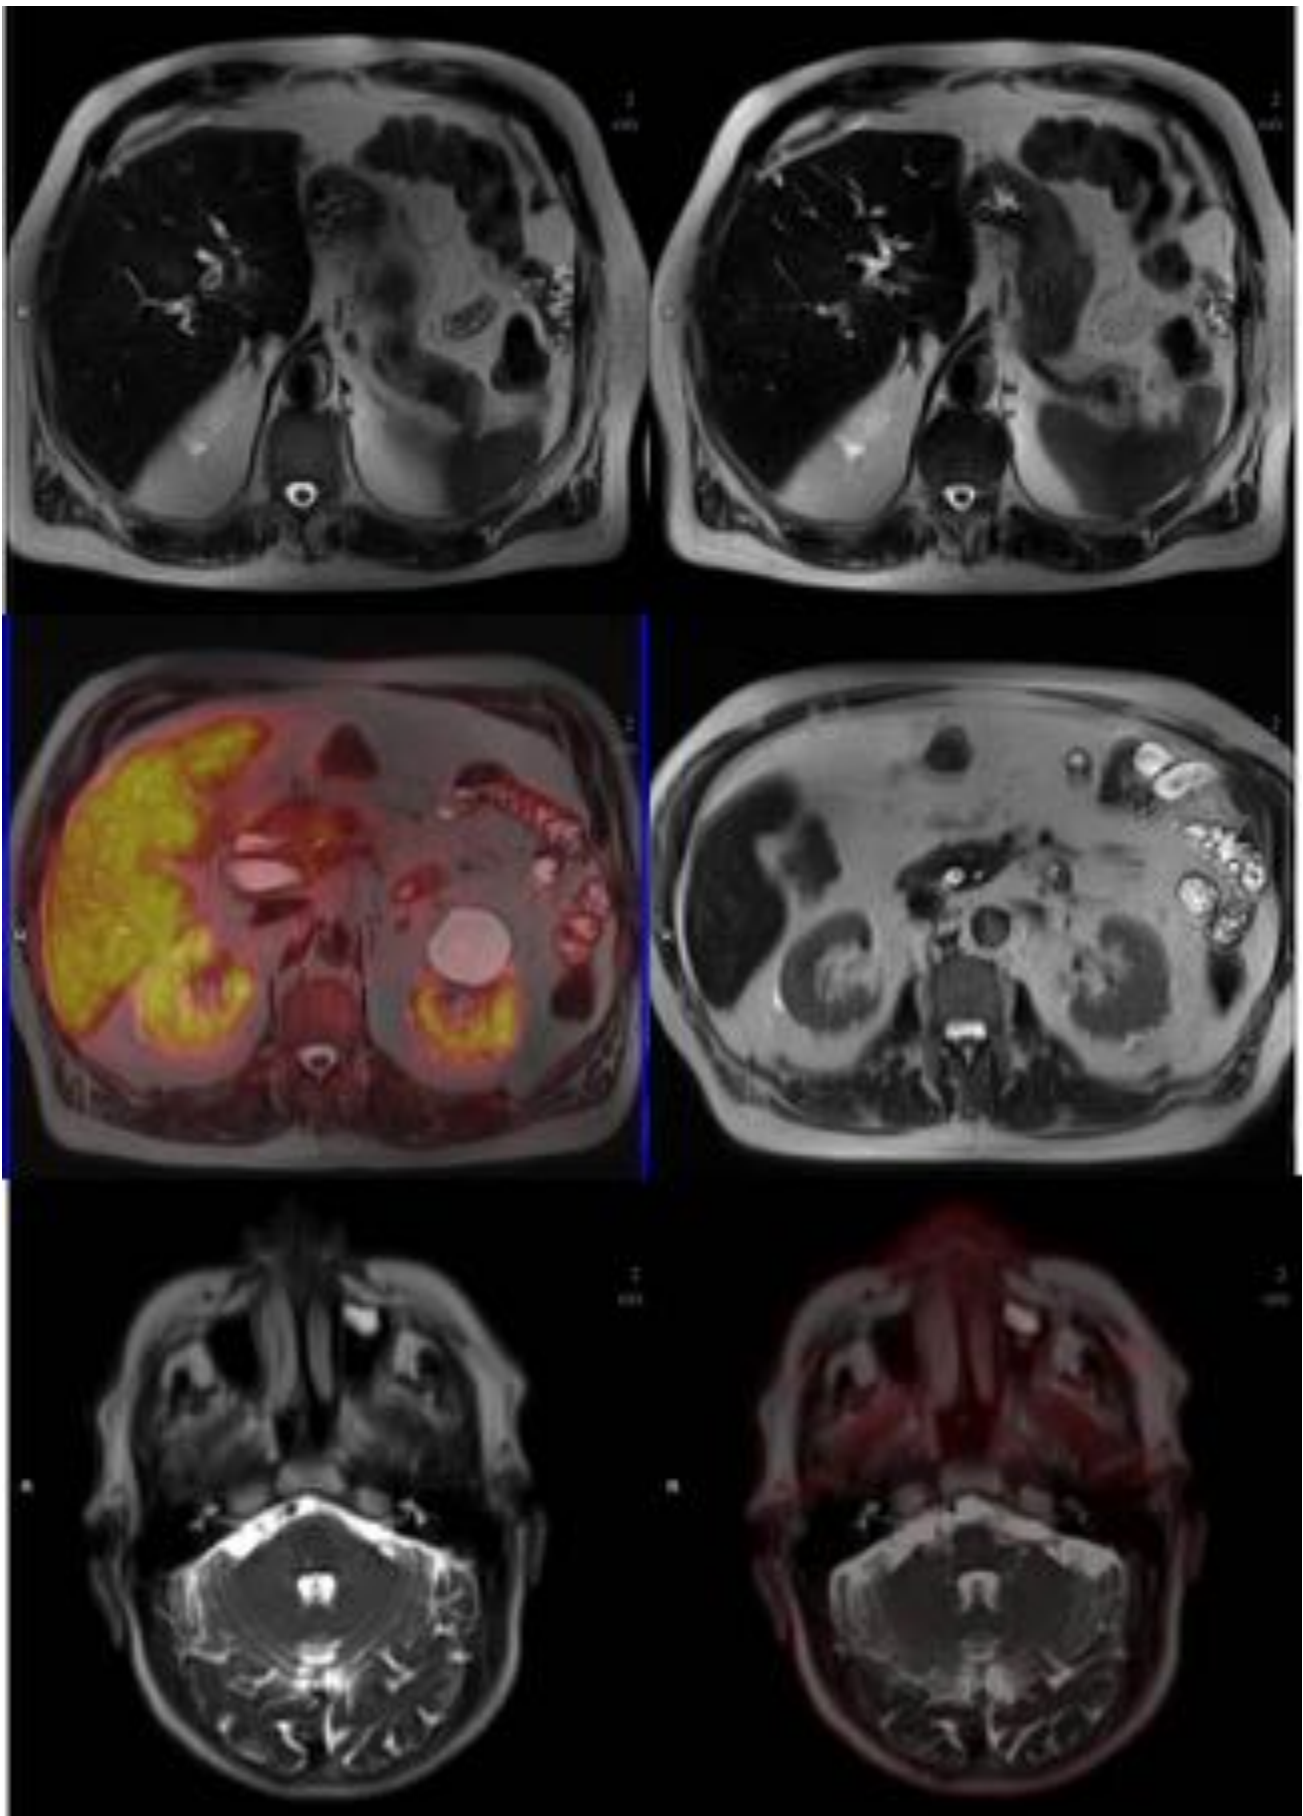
PET-RM de reevaluación de linfoma folicular sin evidencia de enfermedad residual. Coledocolitiasis y litiasis en la confluencia con dilatación significativa de la vía biliar intrahepática. Voluminoso quiste cortical renal izquierdo. Contenido en seno maxilar izq. compatible con quiste mucoso de retención. Secuencia HASTE T2 y fusión con PET, sin captaciones patológicas de FDG.
